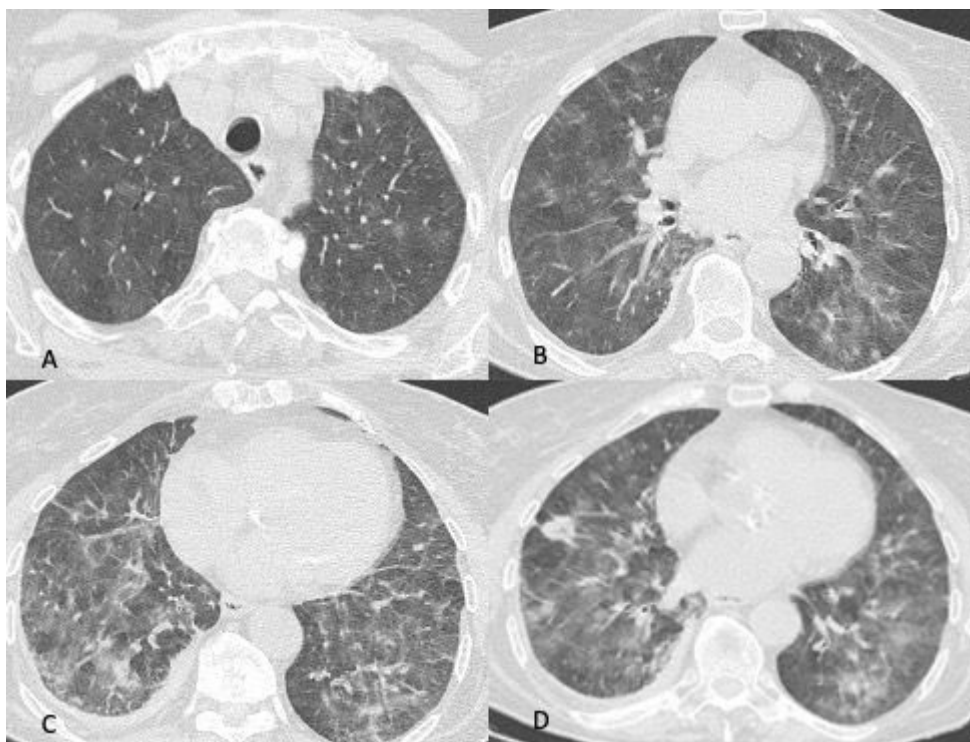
Donna di 70 anni affetta da tumore al polmone in trattamento con un inibitore della tirosin-chinasi. Trascorsi 15 giorni dall'inizio della terapia la paziente lamenta sempre maggiori difficoltà respiratorie e tosse. Alla TC di controllo (scansioni assiali A-B-C-D) si rileva "vetro smerigliato" diffuso in entrambi i polmoni ed ispessimento liscio di alcuni setti interlobulari. Si giunge alla diagnosi di pneumopatia indotta da farmaci dopo aver escluso le ipotesi di edema cardiogeno e di infezione polmonare.
